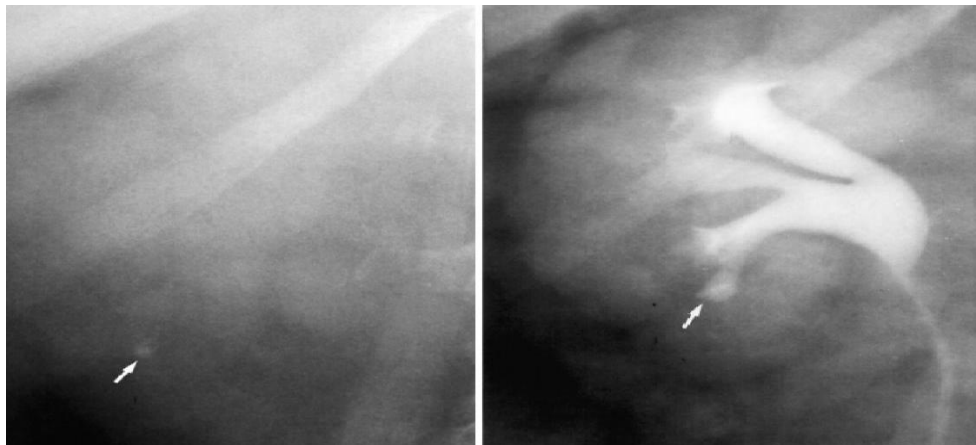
Imagen de una urografía intravenosa (izquierda) Es una radiografía obtenida 5 minutos después de la administración de material de contraste intravenoso, observando el sistema de recolección bilateralmente parcialmente opacificado. (derecha) Una radiografía obtenida 5 minutos después de que se aplicó la compresión abdominal baja, logrando mejora significativamente en la distensión del sistema de recolección (flechas).
